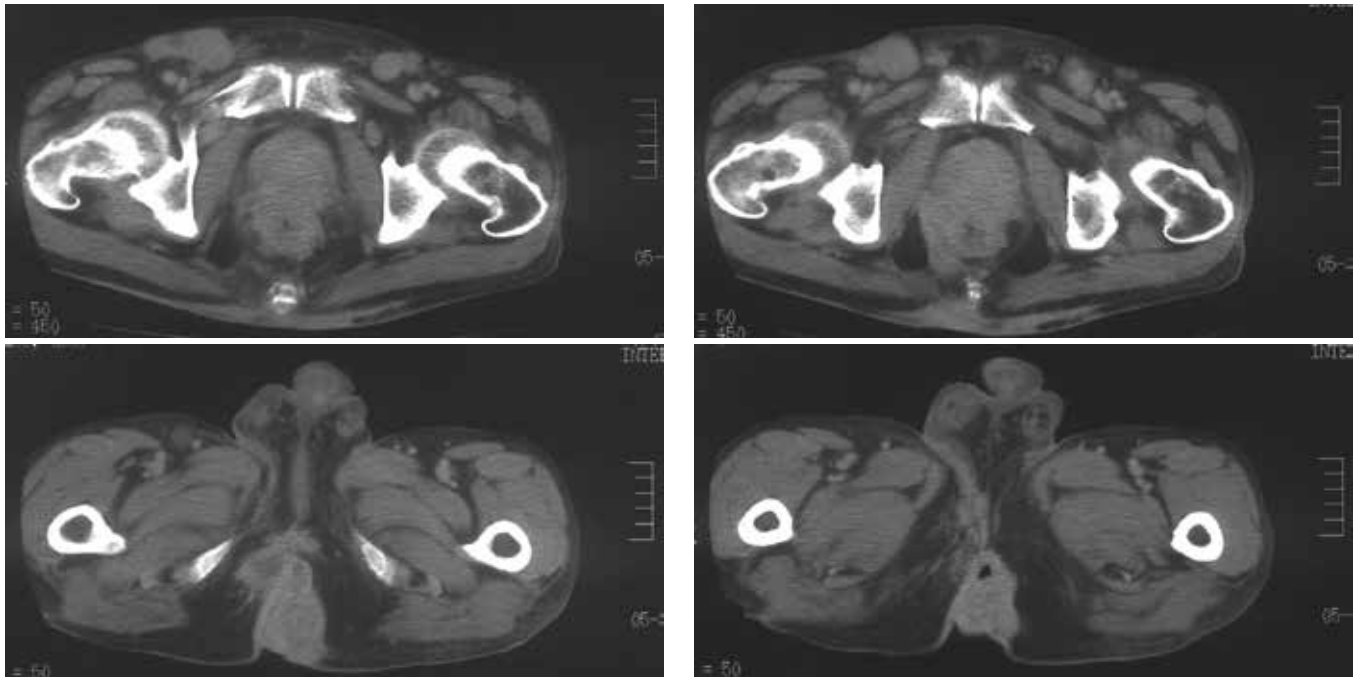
CT所見：直腸肛門の壁肥厚・周囲臓器浸潤・鼠径リンパ節腫大
